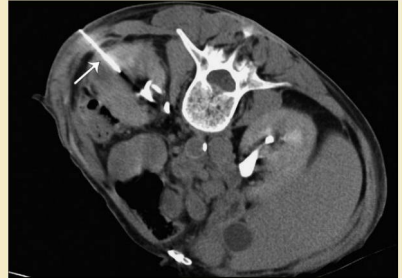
Colocación de aguja Chiba calibre 20 (flecha) guiada por TC en la zona de hipotenuación delimitada. Se aspiraron 2ml de material purulento.
